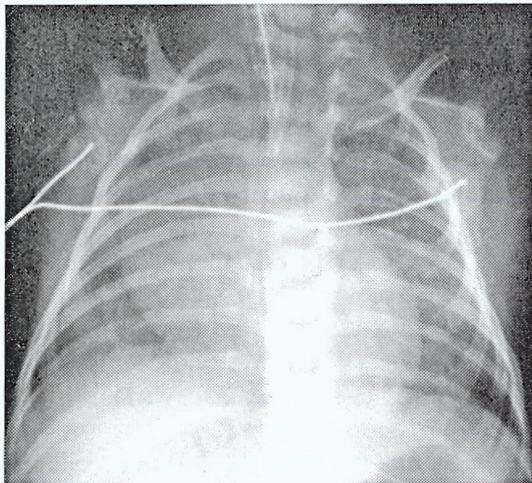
Radiografia do Tórax
